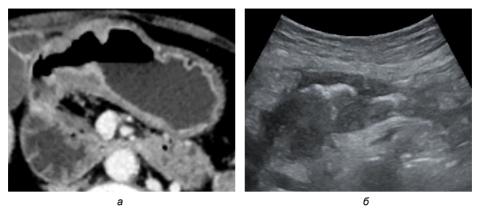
Мужчина, 70 л., АК антрального отдела желудка (pT4aN1): а – КТ органов брюшной полости, венозная фаза, аксиальный срез (ctT4aN1); б – УЗИ желудка, трансабдоминальный доступ (usT4aN1)
